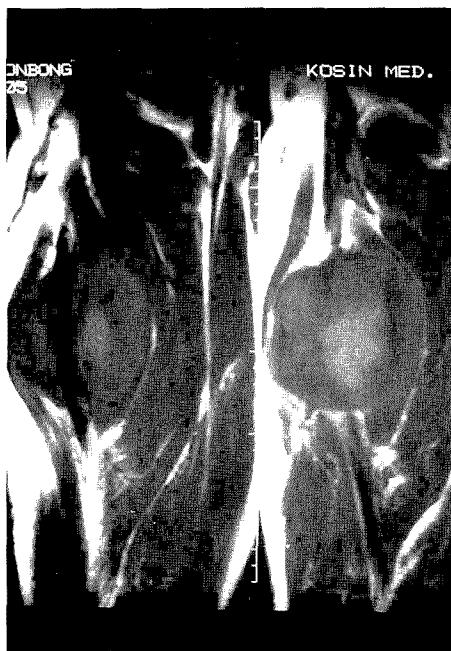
MRI(sagital section) shows the femoral vessels coursing middle of the mass.
